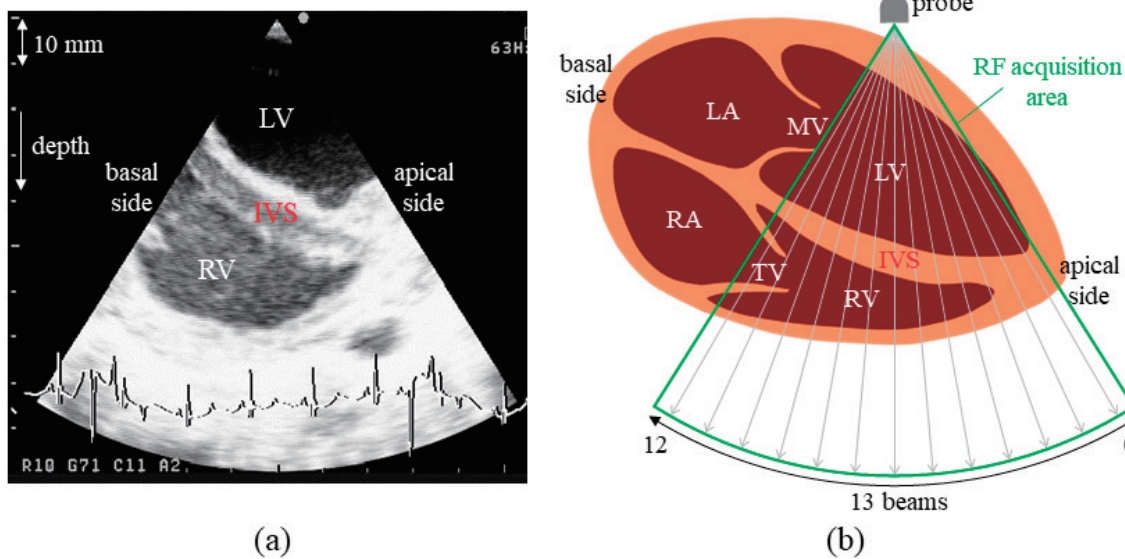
超音波計測領域 (IVS：心室中隔壁，LV：左心室，RV：右心室，LA：左心房，RA：右心房，MV：僧帽弁，TV：三尖弁)。(a) 取得した B モード像。(b) RF データ取得領域
